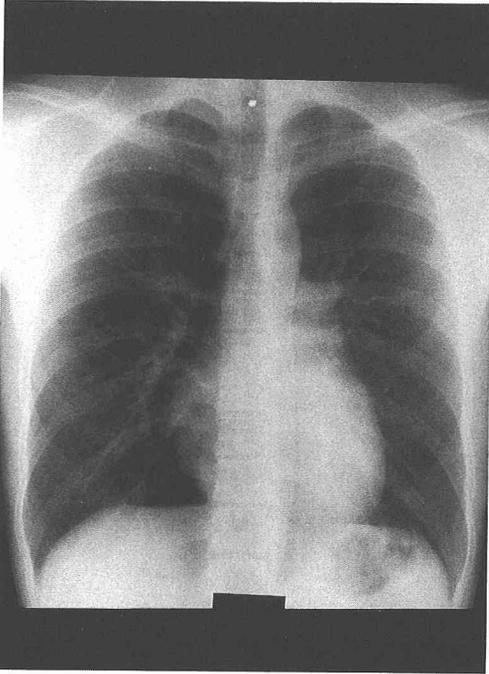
Posteroanterior Chest X-ray film of the Patient : The heart is slightly enlarged and the right second arc of the cardiac outline protrude to the right. Transverse diameter of the thorax (TDT) as the distance between inner rib margine at the level of the right diaphragma is 28.0 cm.
